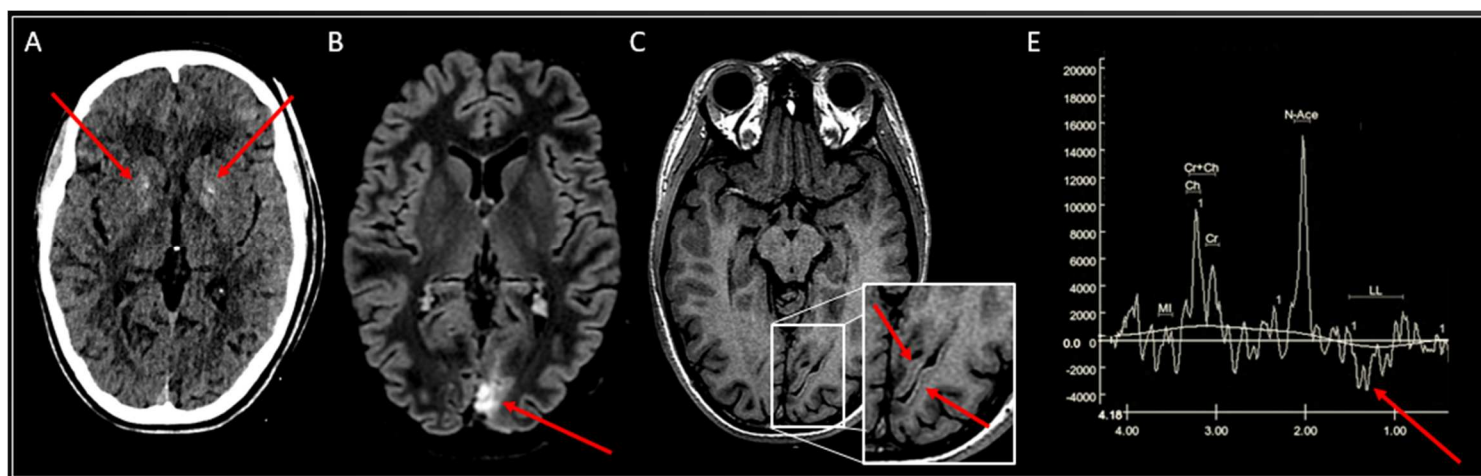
Même patient : Jeune homme de 16 ans. Deux épisodes de clonies de l'hémicorps gauche. Céphalées depuis une semaine. IRM réalisée à H24 de la première crise. Mutation MELAS connue
